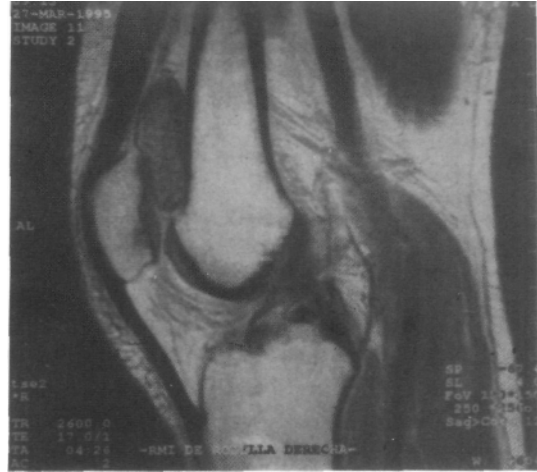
(caso 2). Corte sagital de RM preoperatoria. Muestra un nódulo localizado en la región suprapatellar de la rodilla.
